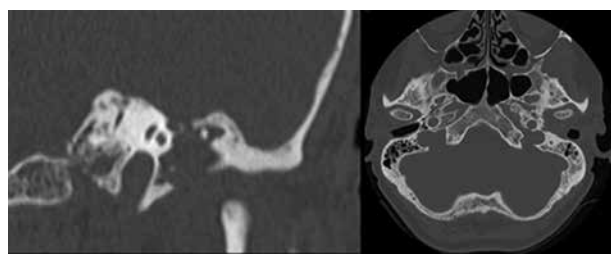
Tomografía computarizada, corte axial y coronal. Lesión erosiva y destructiva del hueso temporal izquierdo.
